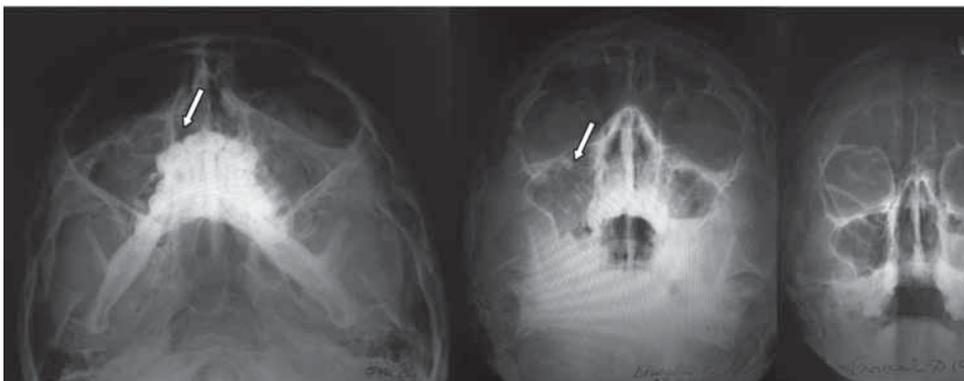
Рентгенографическая картина перелома левой скуловой кости в области нижнего глазничного края (стрелка), сопровождающегося нарастанием гемосинуса.
